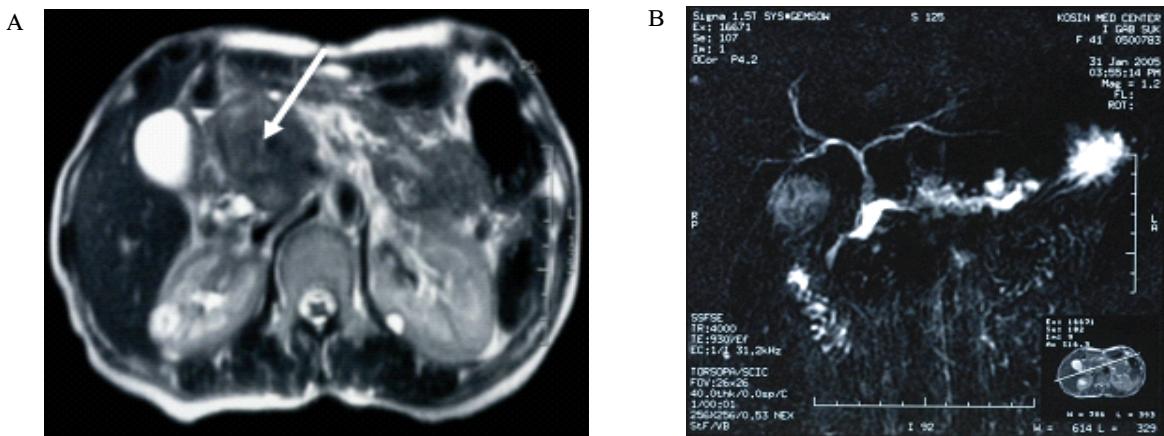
Magnetic resonance cholangiopancreatography showing a pancreatic head mass (5 cm sized) with duct dilatation.
